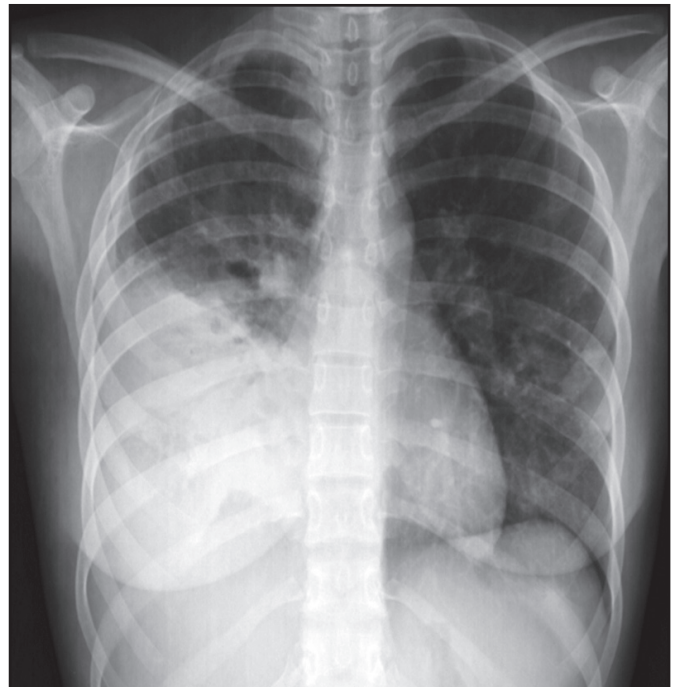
Radiografia de tórax: consolidação e obliteração do seio costofrênico direito.
